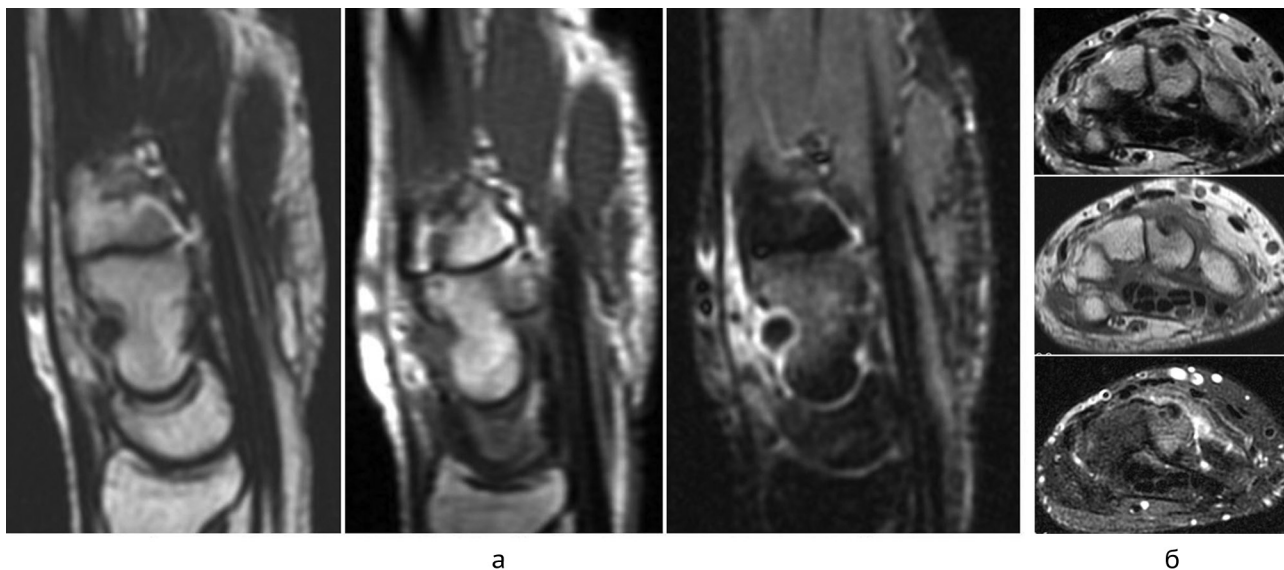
МРТ левой кисти: а – в сагиттальной проекции, режимы Т2 ВИ, Т1 ВИ, STIR; б – в аксиальной проекции, режимы Т2 ИП, Т1 ИП, STIR ИП
